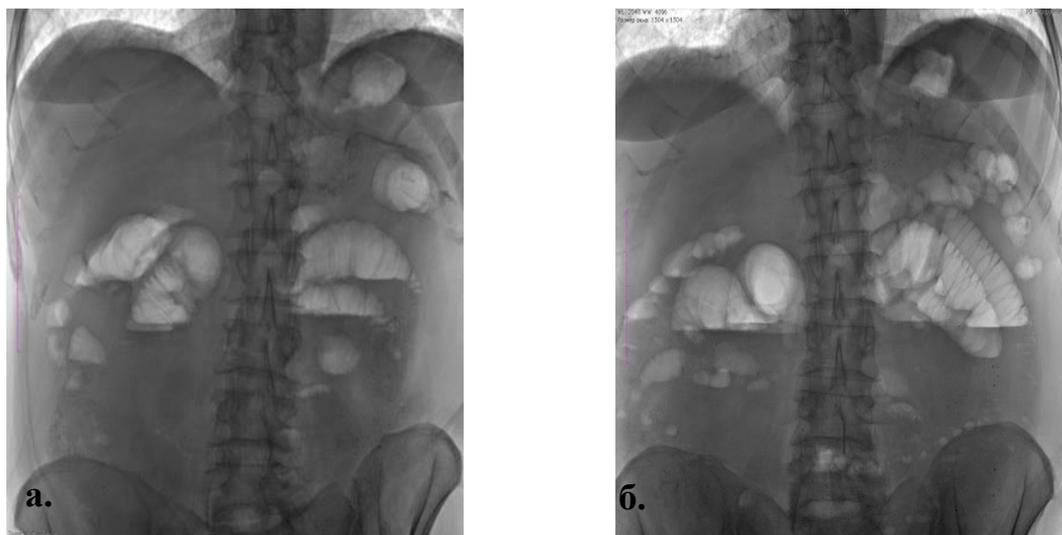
Обзорные рентгенограммы пациента Р. при поступлении в стационар (а) и после проведения консервативного лечения (б).
